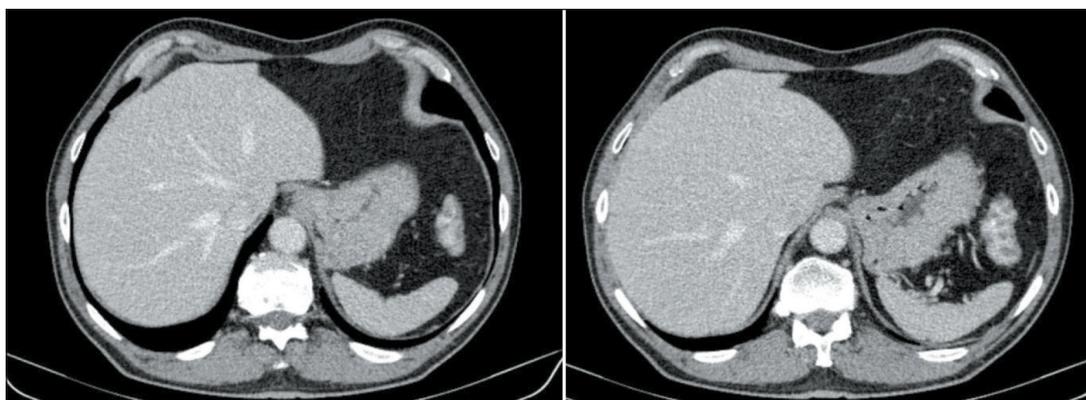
СКТ печени после 3 курсов предоперационной химиотаргетной терапии. Метастазы в печени не определяются.
